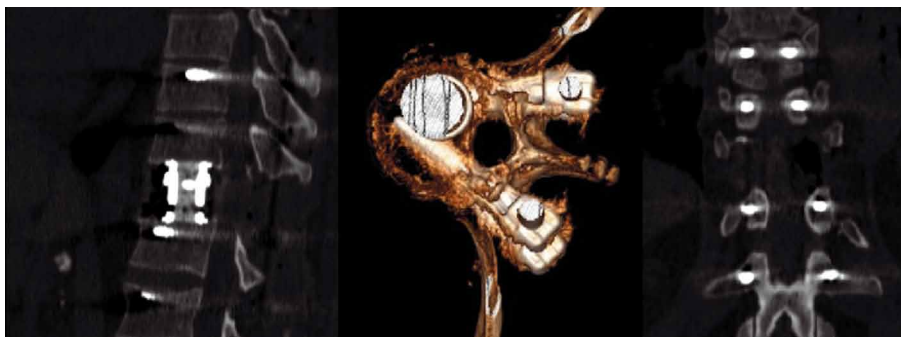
МС КТ контроль в сагиттальной, аксиальной, коронарной проекциях;
